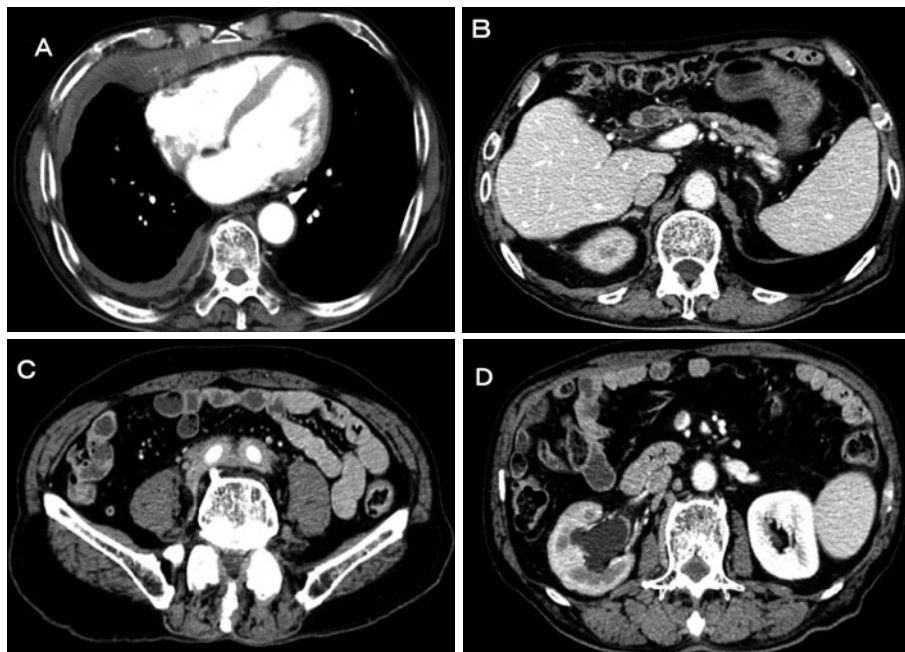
CT showing right pleural thickening (A), main pancreatic duct dilatation, and pancreatic head calcification with chronic pancreatitis (B), and hydronephrosis (D) with retroperitoneal fibrosis (C).
